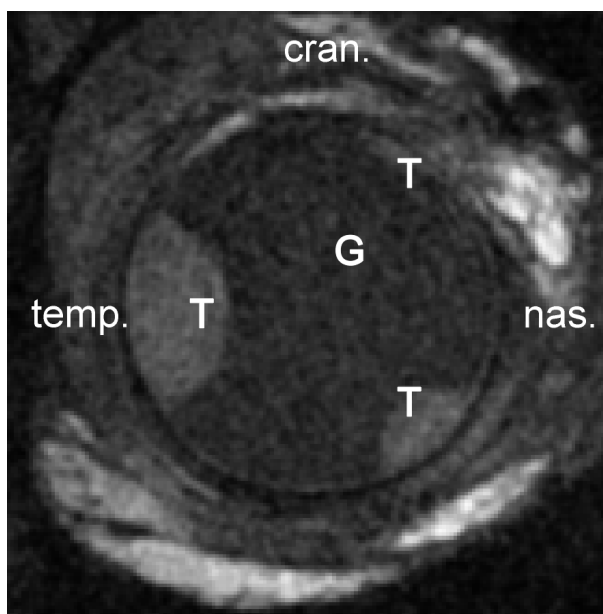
Bulbusmetastasen (3 Herde), MRT-Schicht T1-gewichtet in koronarer Schichtführung (T=Metastasen, G=Glaskörper)
